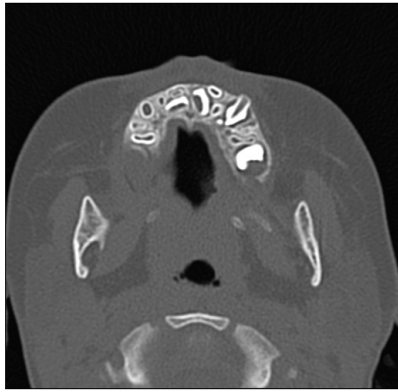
CT-horizontal view.
